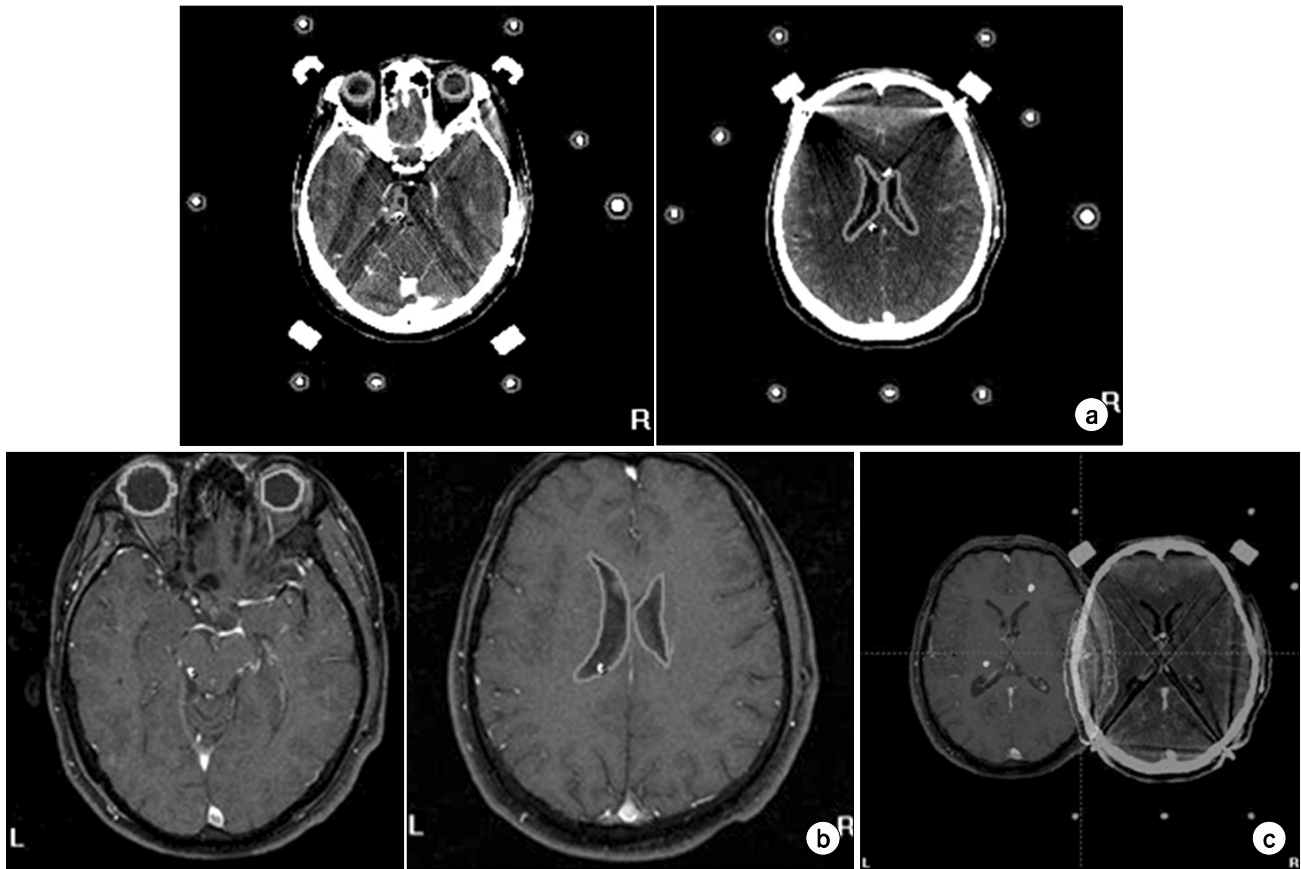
(a) CT and (b) MR images with eyeball and brainstem contour and (c) fusion images.
